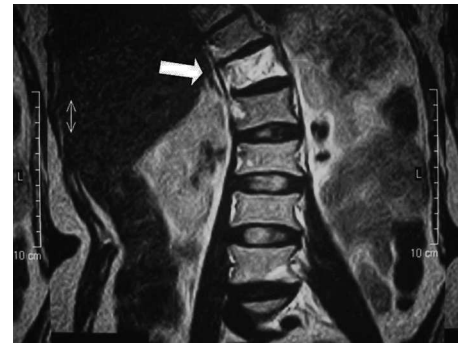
Resonancia magnética nuclear; secuencia T2.
